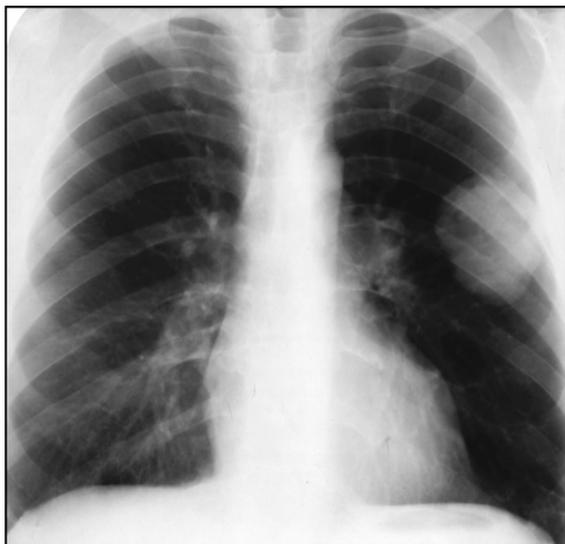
Рентгенограмма больного с периферическим раком левого легкого
